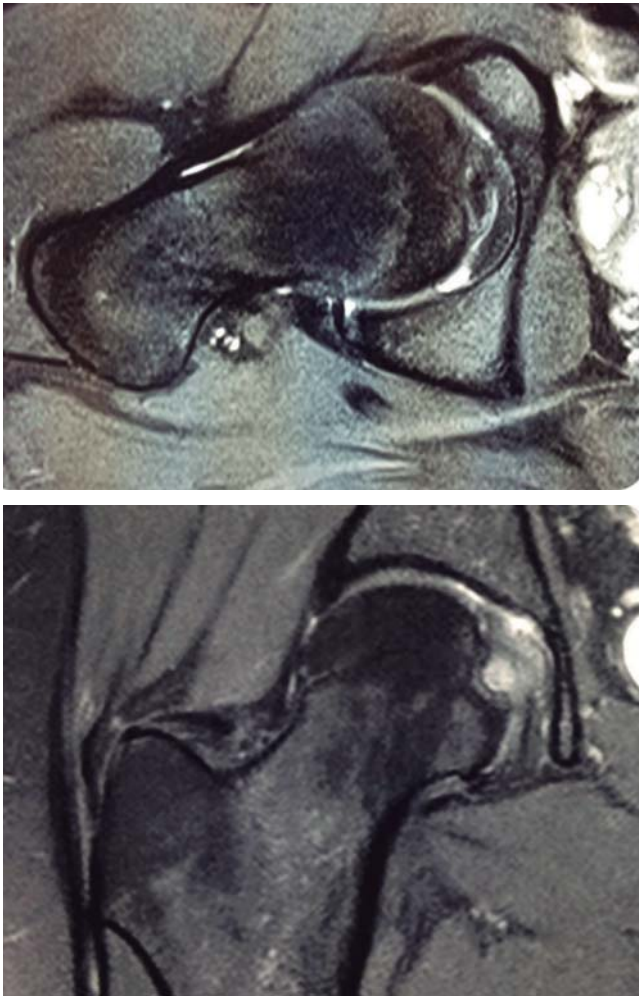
Resonancia magnética en corte axial oblicuo y coronal en T2 en la que se observa una imagen hiperintensa en el *ligamentum teres* en su inserción en fóvea capitis.
